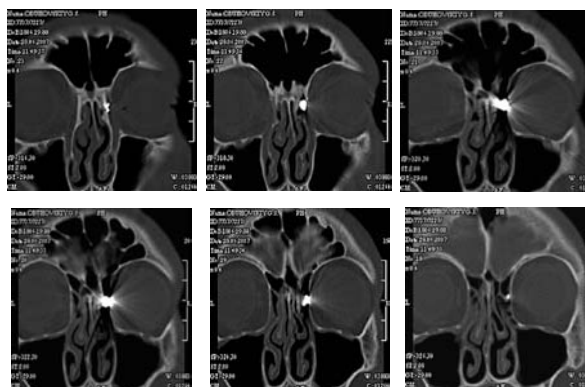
Компьютерная томография околоносовых пазух в коронарной проекции. Инородное тело в средних ячейках решетчатой кости справа.
